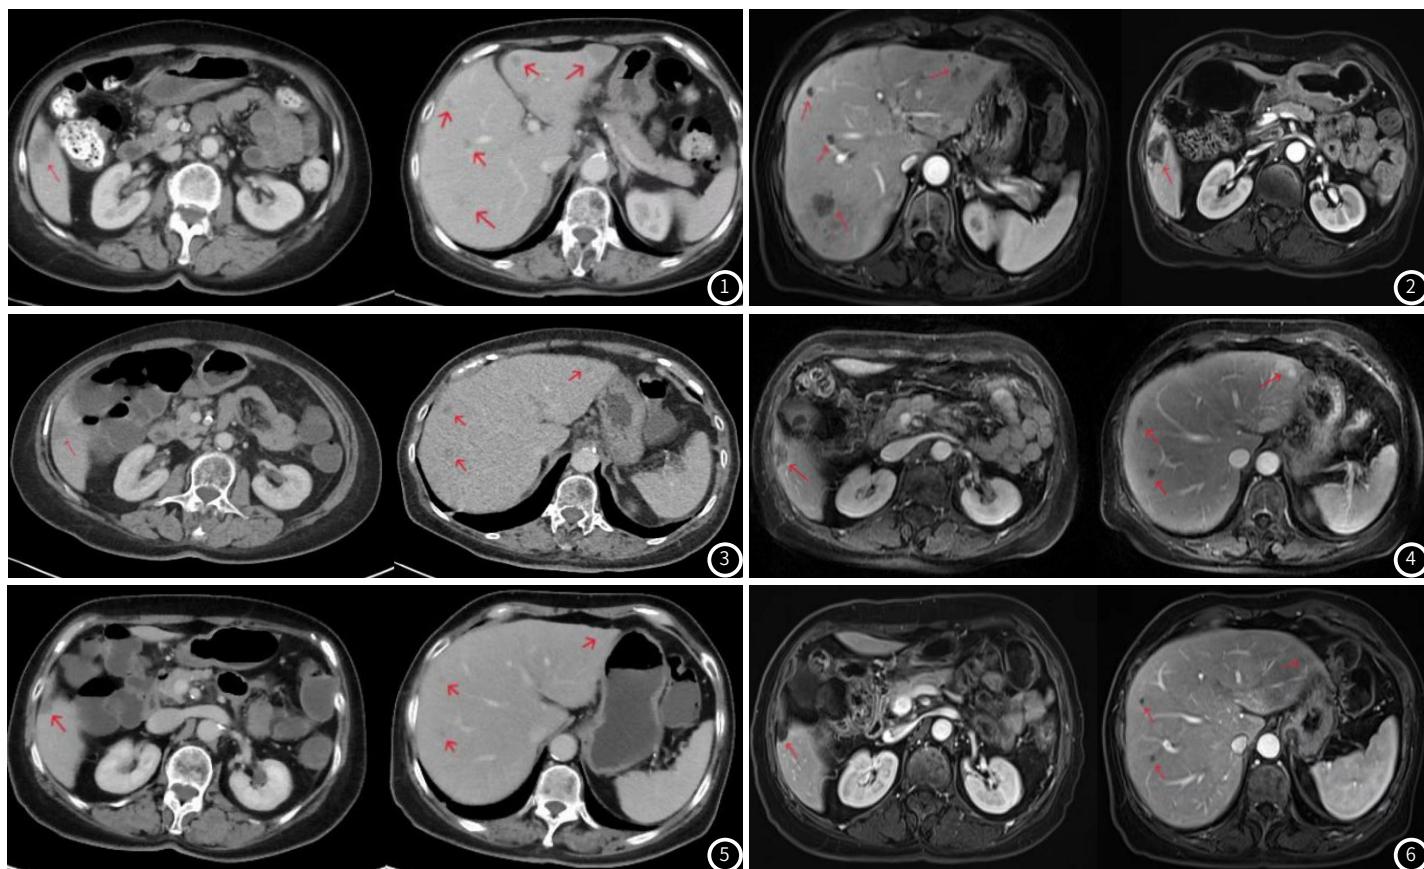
治疗前增强CT图像。图2 治疗前MRI图像。图3 治疗8周增强CT图像。图4 治疗8周MRI图像。图5 治疗16周增强CT图像。图6 治疗16周MRI图像。
